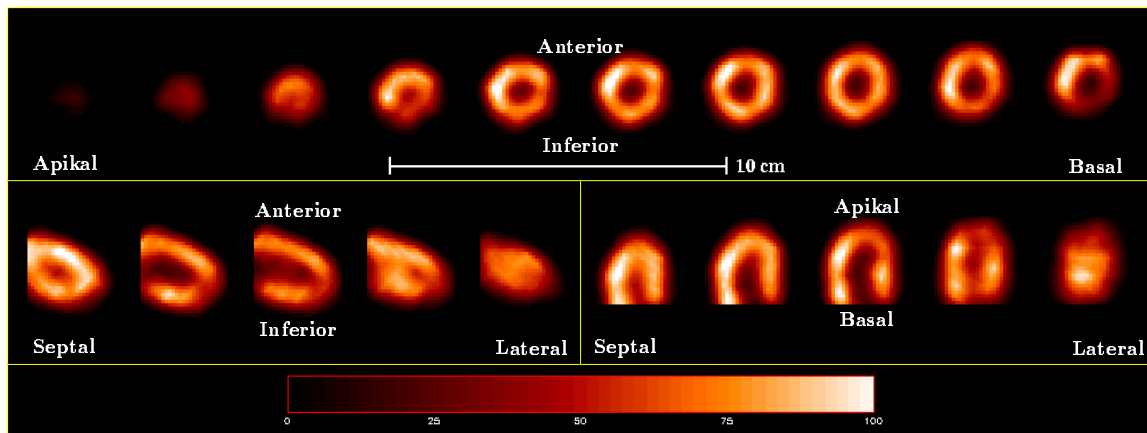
Reangulierte  $[^{18}\text{F}]$ -FDG-Anreicherung im Herzmuskel der Ratte: *Olm*
